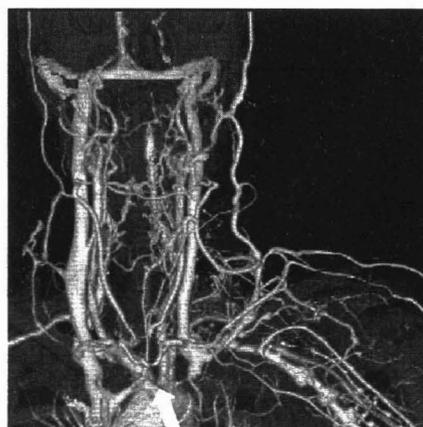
左シャントより造影剤を注入し CT 撮影 腕頭静脈の完全閉塞を認める (矢印)
